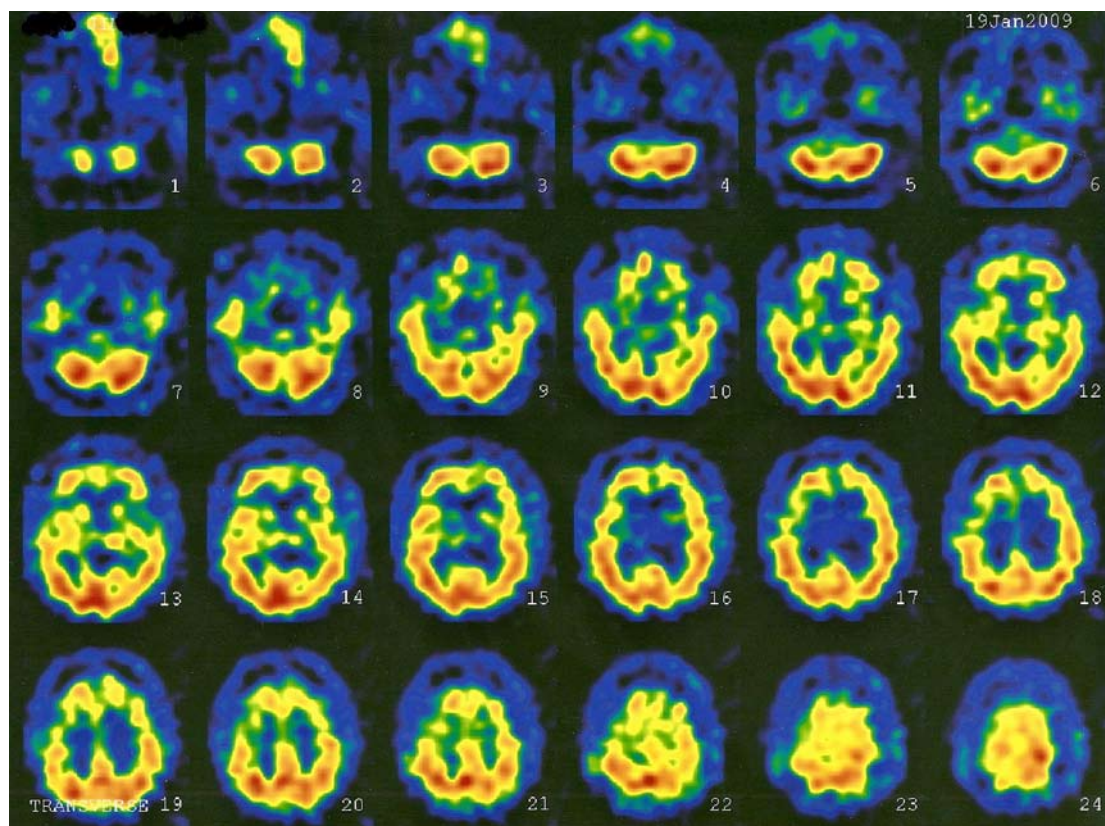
SPECT que muestra deterioro heterogéneo de la perfusión frontal bilateral, aparentemente de mayor afectación del lóbulo frontal derecho.
